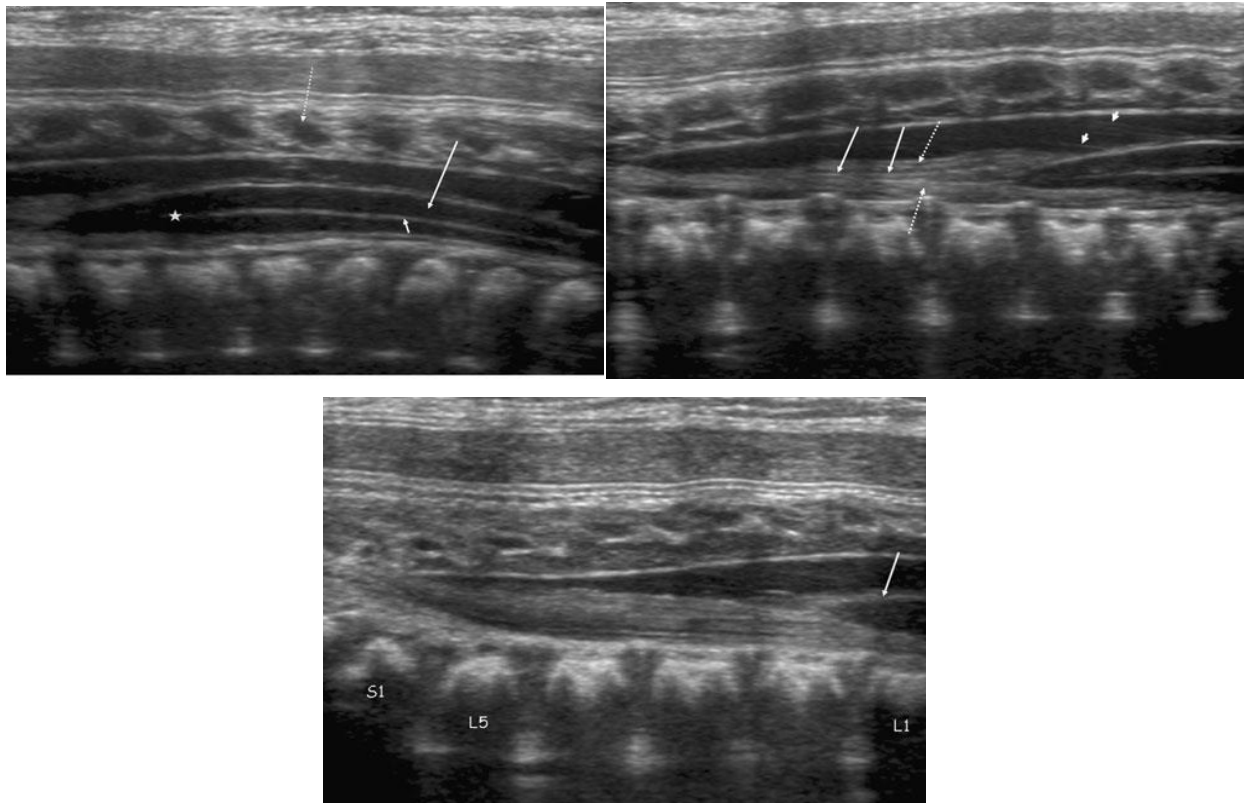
Aspect normal du rachis et de la moelle en échographie anténatale en coupe sagittale avec une sonde à haute fréquence. Extrait de Blondiaux E, Katorza E, Rosenblatt J, Nahama-Allouche C, Lenoir M, Pointe HD le, et al. Prenatal US evaluation of the spinal cord using high-frequency linear transducers. *Pediatr Radiol.* 1 mars 2011;41(3):374-83. (22)
